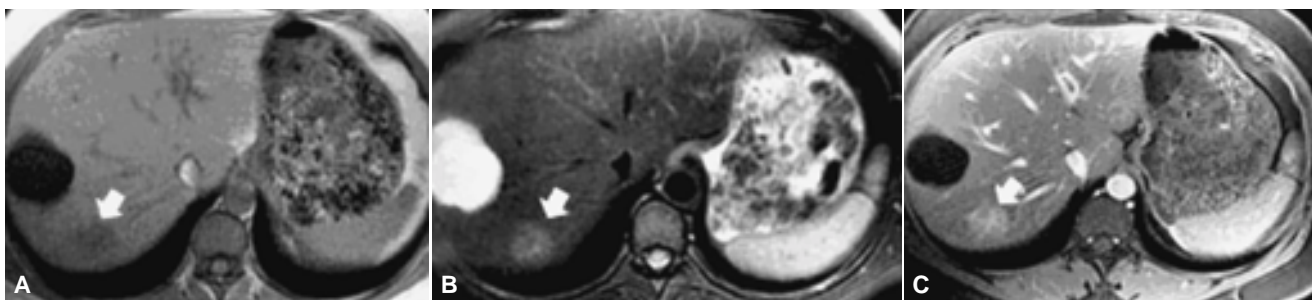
Resonancia Magnética. Se demuestra la extraordinaria capacidad de este método de imagen para poder caracterizar las diferentes lesiones de la glándula hepática. A) Secuencia T1 en la cual se identifican dos lesiones, ambas hipointensas. B) En la secuencia T2, la lesión de mayor tamaño es muy hiperintensa, lo que nos indica su naturaleza quística; la otra es moderadamente hiperintensa, lo que sugiere la presencia de una neoplasia maligna. C) En la secuencia T1, FATSAT con contraste, la lesión quística no refuerza, la lesión maligna refuerza discretamente lo que determina el diagnóstico de CHC.
